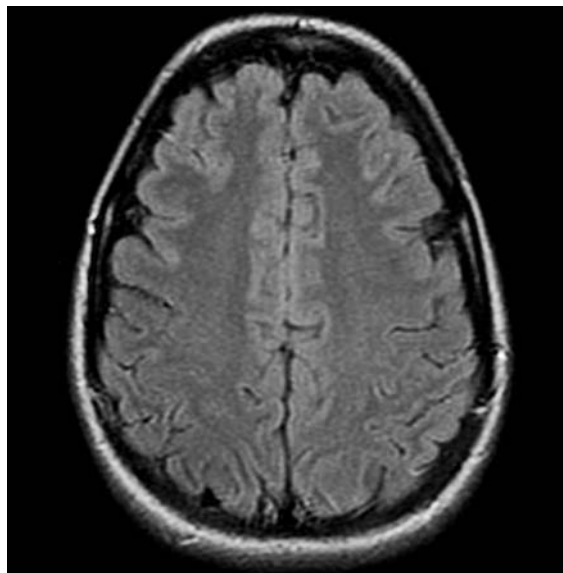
Resonancia magnética encefálica un mes más tarde. Desaparición de las lesiones.
